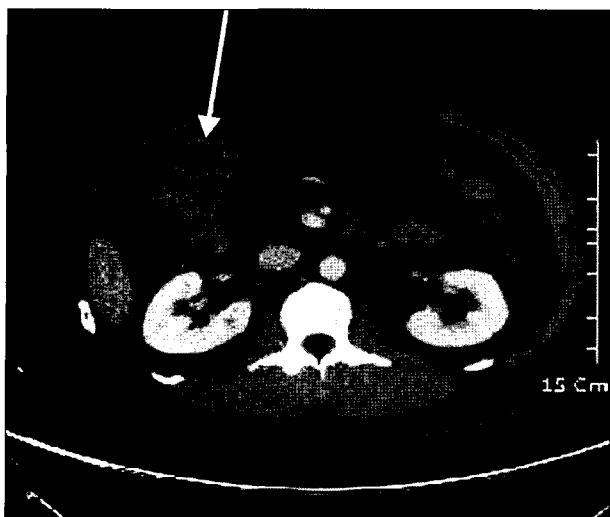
Abdominal CT show a 4×3 cm sized irregularly lobulating soft tissue mass in the inferior wall of proximal T-colon including a low density portion.
